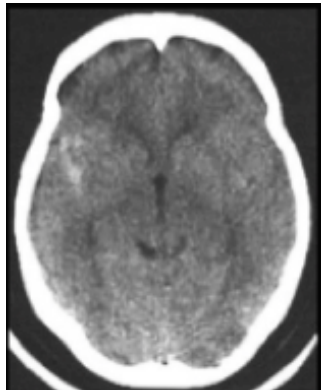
TC simple de cráneo con sangrado subaracnoideo.
